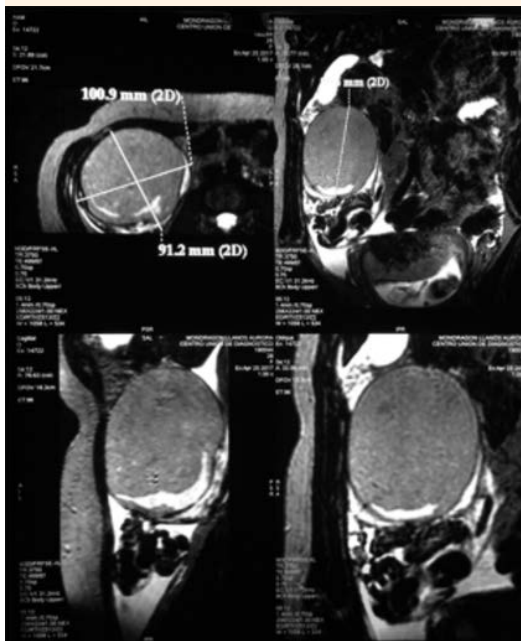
Resonancia magnética que muestra el abdomen superior y la pelvis potenciada en T2.
